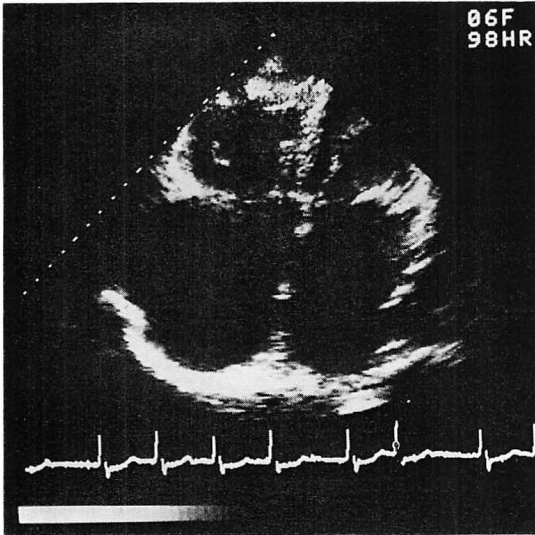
Two-dimensional echocardiogram (Case 3).
